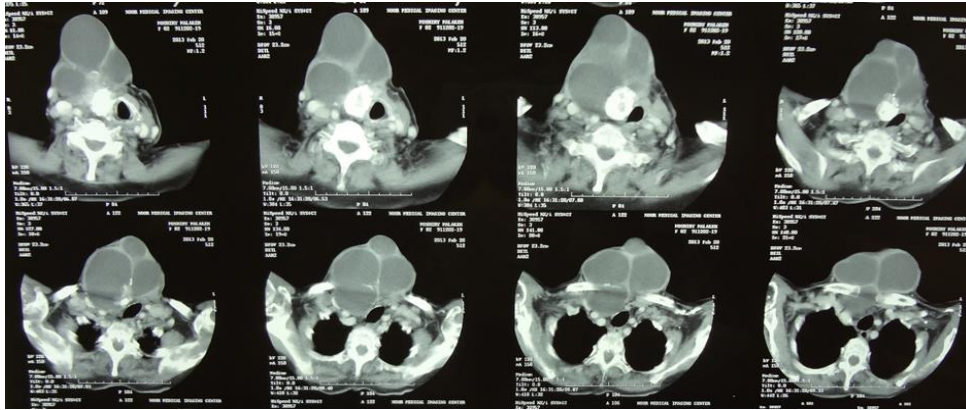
CT scan of the neck before mass resection
